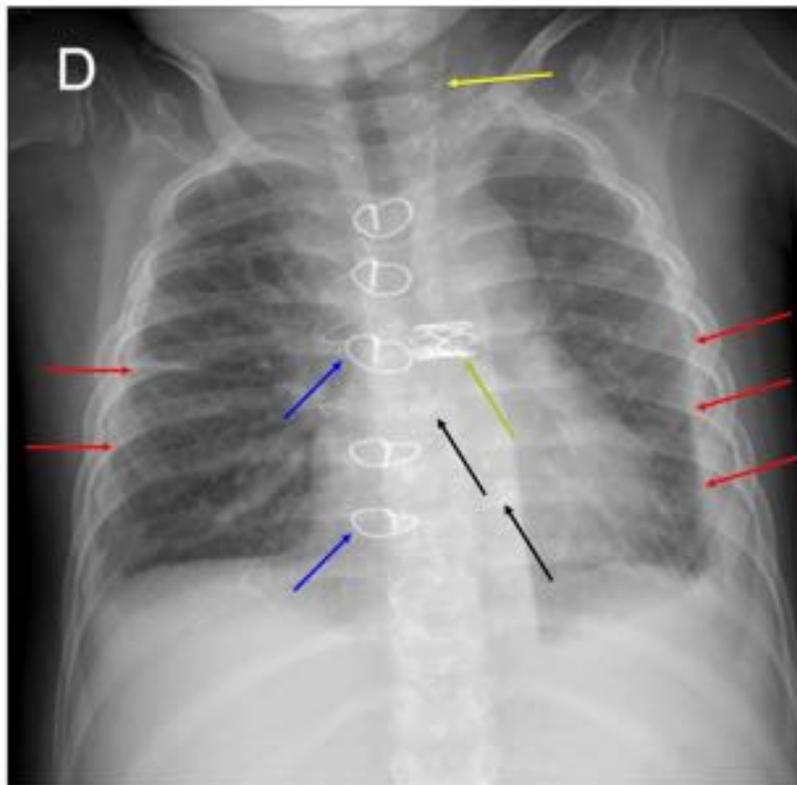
Varón de 4 años con cardiopatía compleja y con implantación de prótesis vascular pulmonar (flecha verde). Padece de quilotórax bilateral de repetición (flechas rojas). Linfografía con lipiodol con conducto linfático torácico tortuoso y con fugas de contraste. Se identifican en la radiografía simple (flechas negras). También: suturas de estereotomía (flechas azules), vía venosa central yugular izquierda (flecha amarilla).
